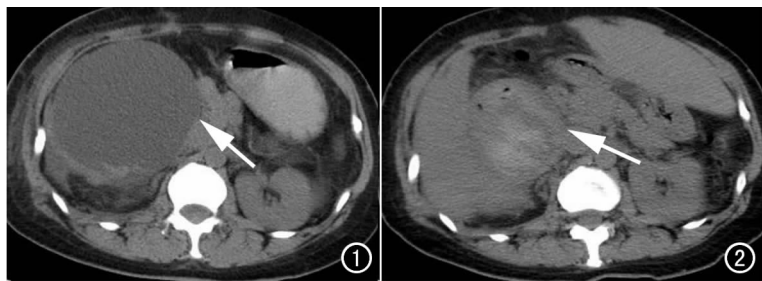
CT 示肝内囊性占位(箭)。 图 2 治疗 1 周后复查 CT 囊腔缩小(箭)。
